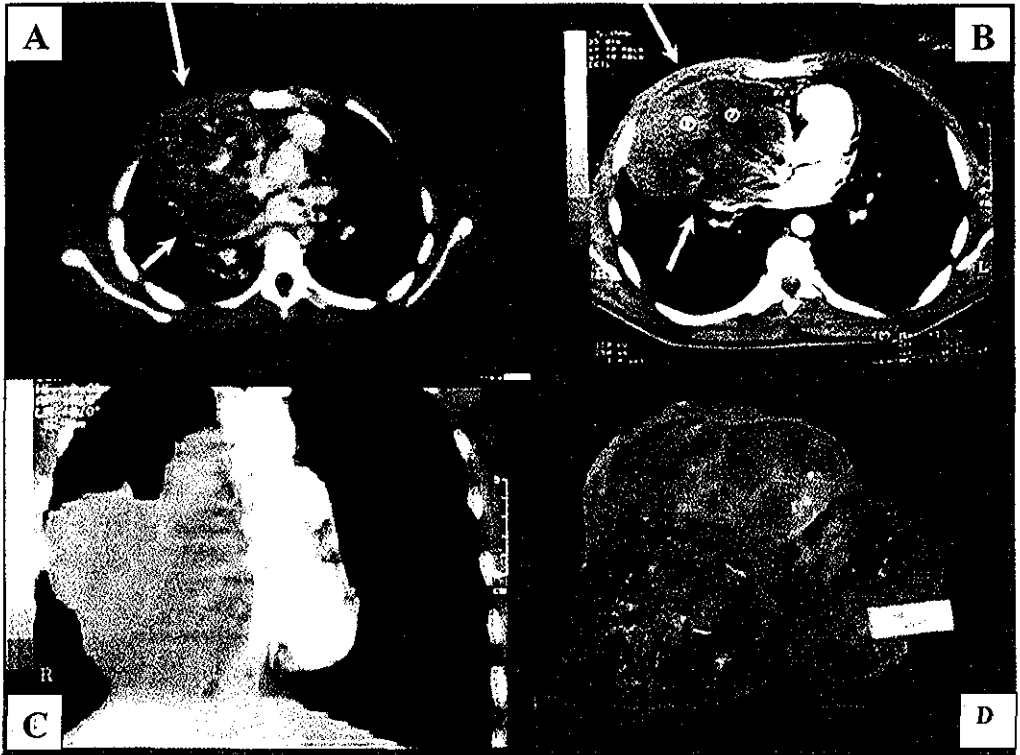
Teratoma maduro. A TCH simple y B TCH con contraste del torax. Existe una gran lesión que ocupa el mediastino anterior y se dirige hacia la derecha tiene contornos regulares, densidad heterogénea con presencia de calcificaciones y desplazamiento de las estructuras mediastinales adyacentes (flechas). El reforzamiento con el medio de contraste se produce en forma heterogénea (flechas) C Reconstrucción coronal por TC donde se aprecia el gran tamaño de la lesión y su extensión hasta el diafragma. D Pieza macroscópica.
